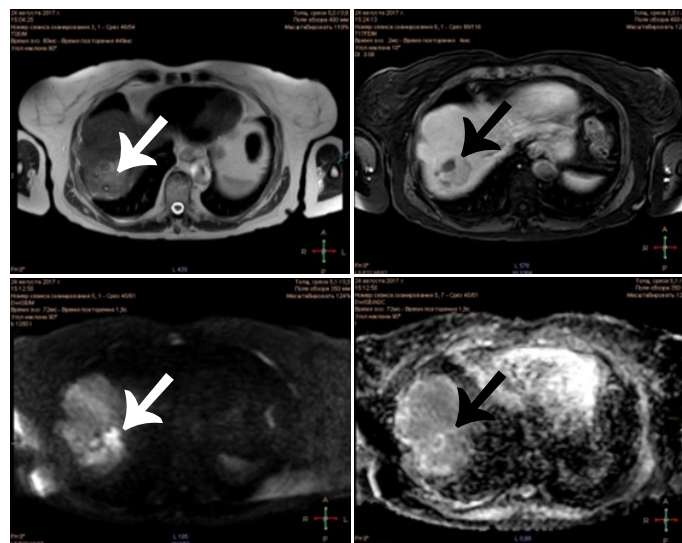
Томограмма на 1-е сутки после лазерной абляции (объяснение в тексте)
